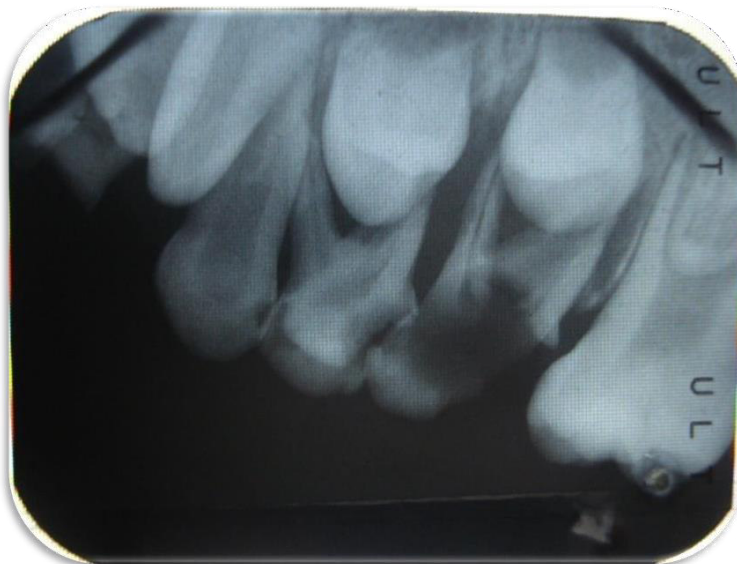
radiografía periapical piezas 65, 64 y 63.
